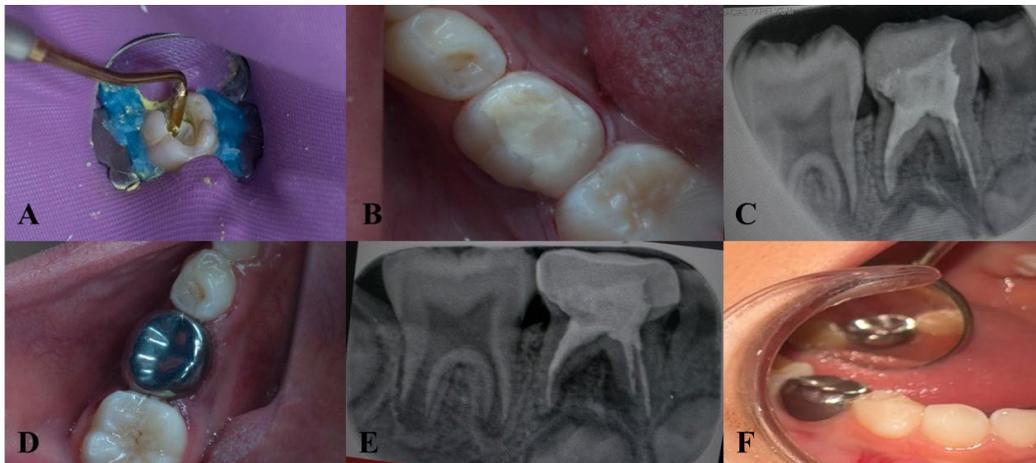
A. Colocación de coltosol en el piso de la cavidad como selle de la entrada de los conductos. B. Colocación de restauración provisional de Ionómero de vidrio. C. Radiografía inmediata después del tratamiento. D. Corona metálica en unidad dental que se realizó pulpectomía con instrumentación rotatoria. E. Radiografía al terminar el tratamiento e instalar corona metálica. F. Corona metálica en unidad dental.
